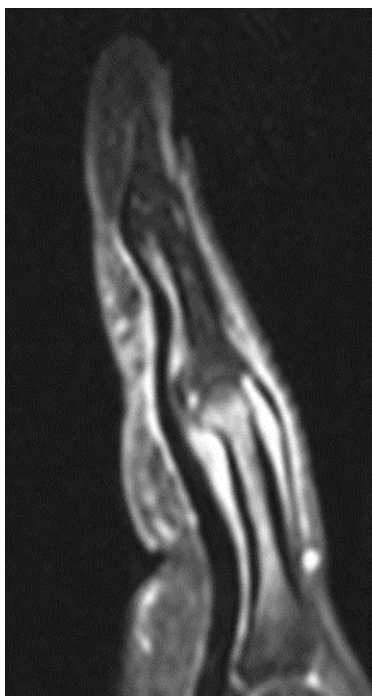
第 3 指の MRI 造影脂肪抑制矢状断像：掌側では屈筋腱に腱鞘炎を認め、背側では伸筋腱中央索の中節骨基部の付着部炎と関節周囲炎を認める。また、基節骨の骨頭から骨幹に広範な骨髄浮腫を認める。
